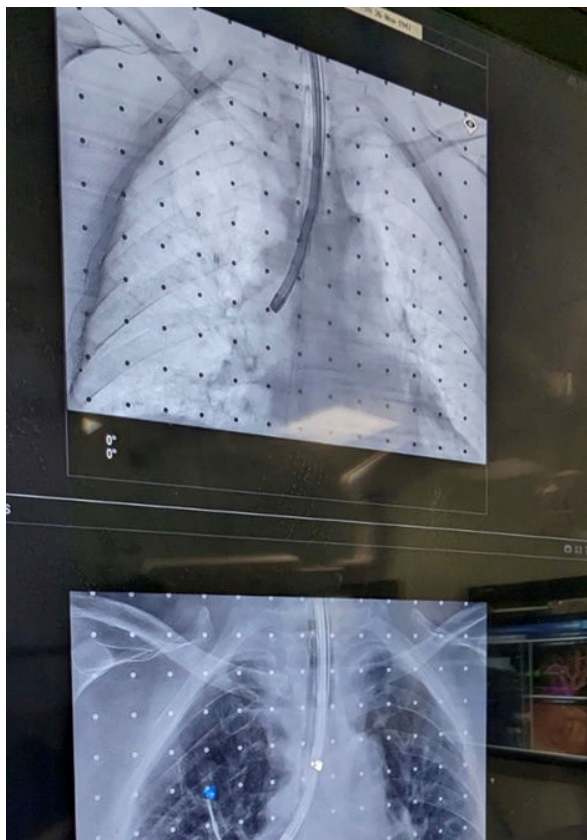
Imagen fluoroscópica de ENB combinado con CBCT.
